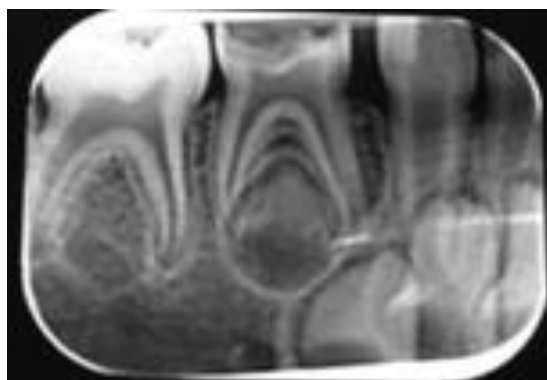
Radiografia inicial do dente 84.
